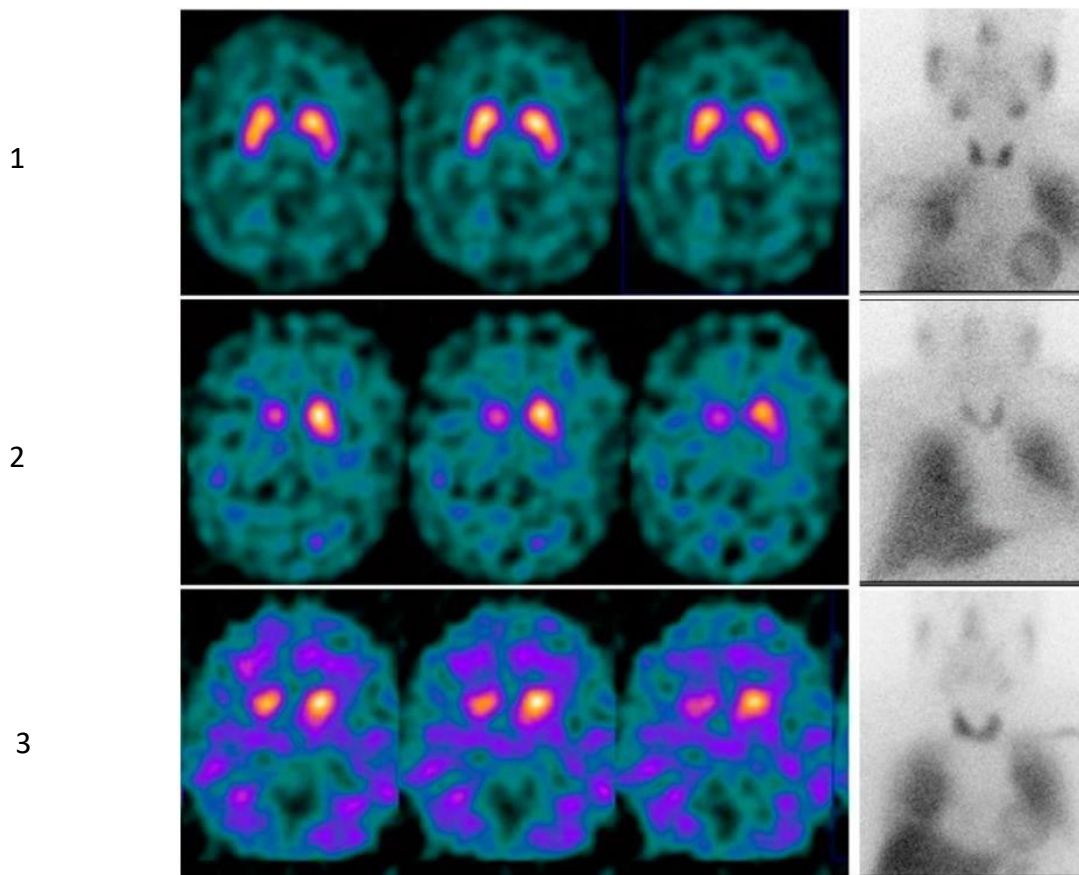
Combinaison d'imagerie de scintigraphie [ $^{123}\text{I}$ ]-Ioflupane (à gauche) et [ $^{123}\text{I}$ ]-mIBG (à droite) dans différents syndromes parkinsoniens <sup>(96)</sup>
